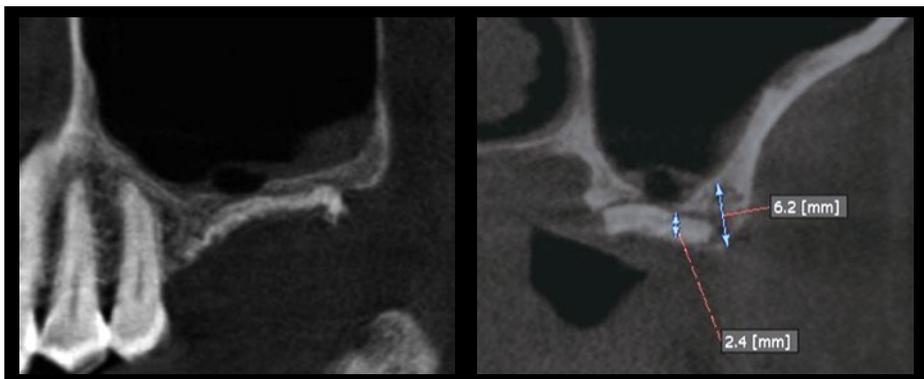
3ヶ月後のリカバリー手術時のCT像。
